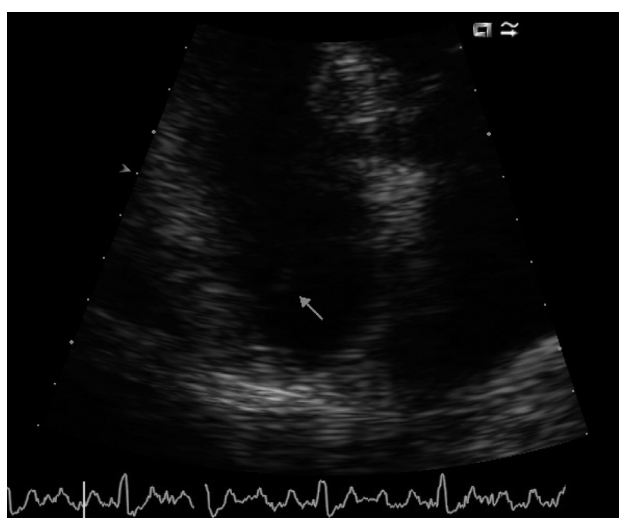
Ecocardiograma transtorácico. Imagen aumentada de la aurícula derecha en un plano apical, en la que se observa una estructura filamentosa compatible con la red de Chiari.
